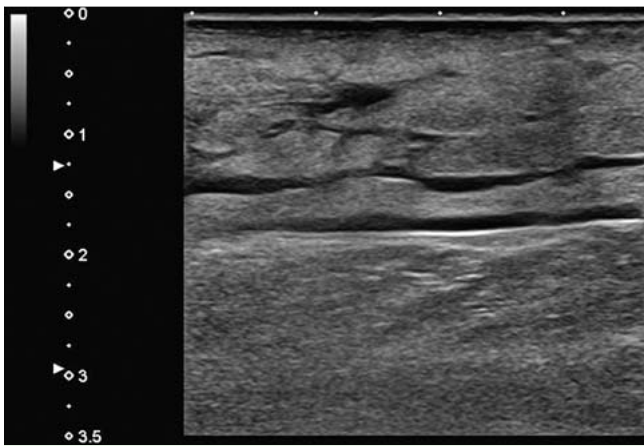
Sonografische Aspekte des Lymphödems mit erweiterten echofreien Spalten.
